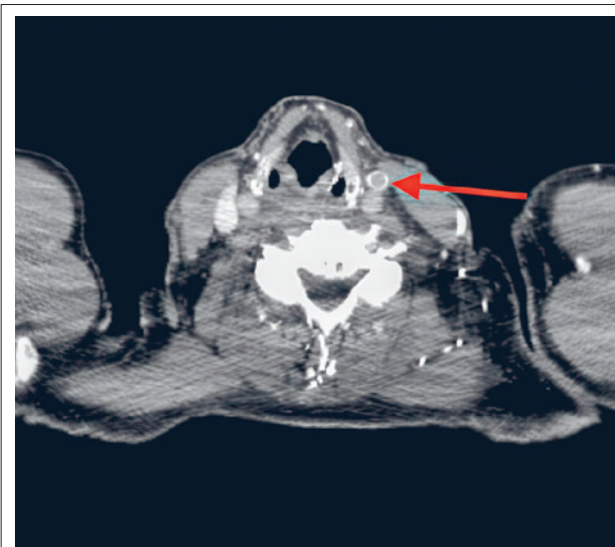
Axiale CT-Aufnahme der Halsregion mit Thrombose der linken V. jugularis interna (roter Pfeil).
